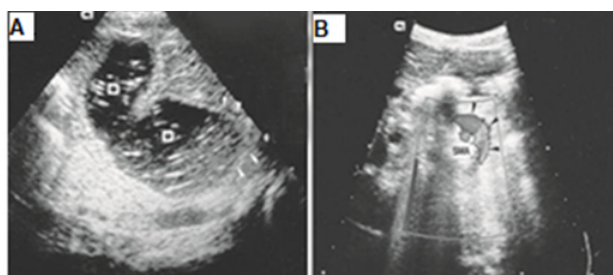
Imagine ultrasonografică a malrotațiilor. A – forma duodenului după instilarea lichidului – malrotație. B- Dopplerografie – vasele mezenterice situate sub duoden, pe stânga.
